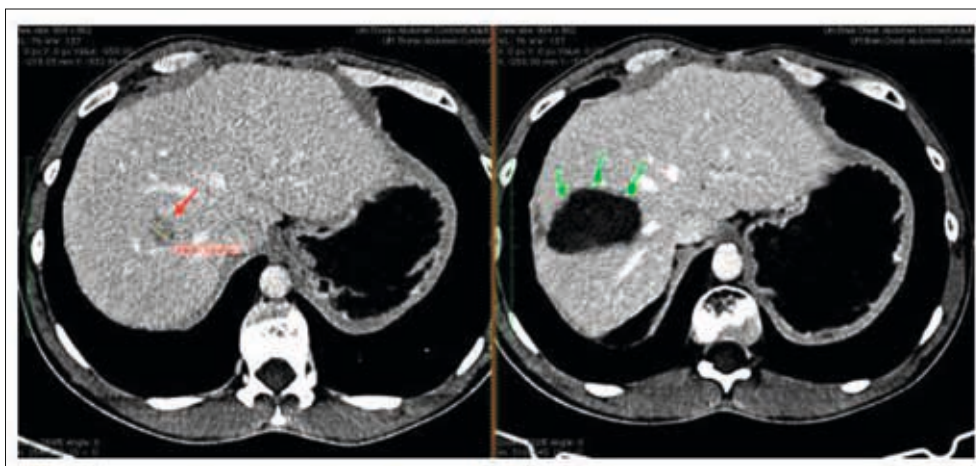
Комп'ютерна томографія пацієнта із ГЦК 8-го сегмента печінки: ліворуч пухлина відмічена червоною стрілкою; праворуч – через 3 міс після радіочастотної абляції в Національному інституті раку (зона абляції, що виникла на місці пухлини, відмічена зеленими стрілками)
